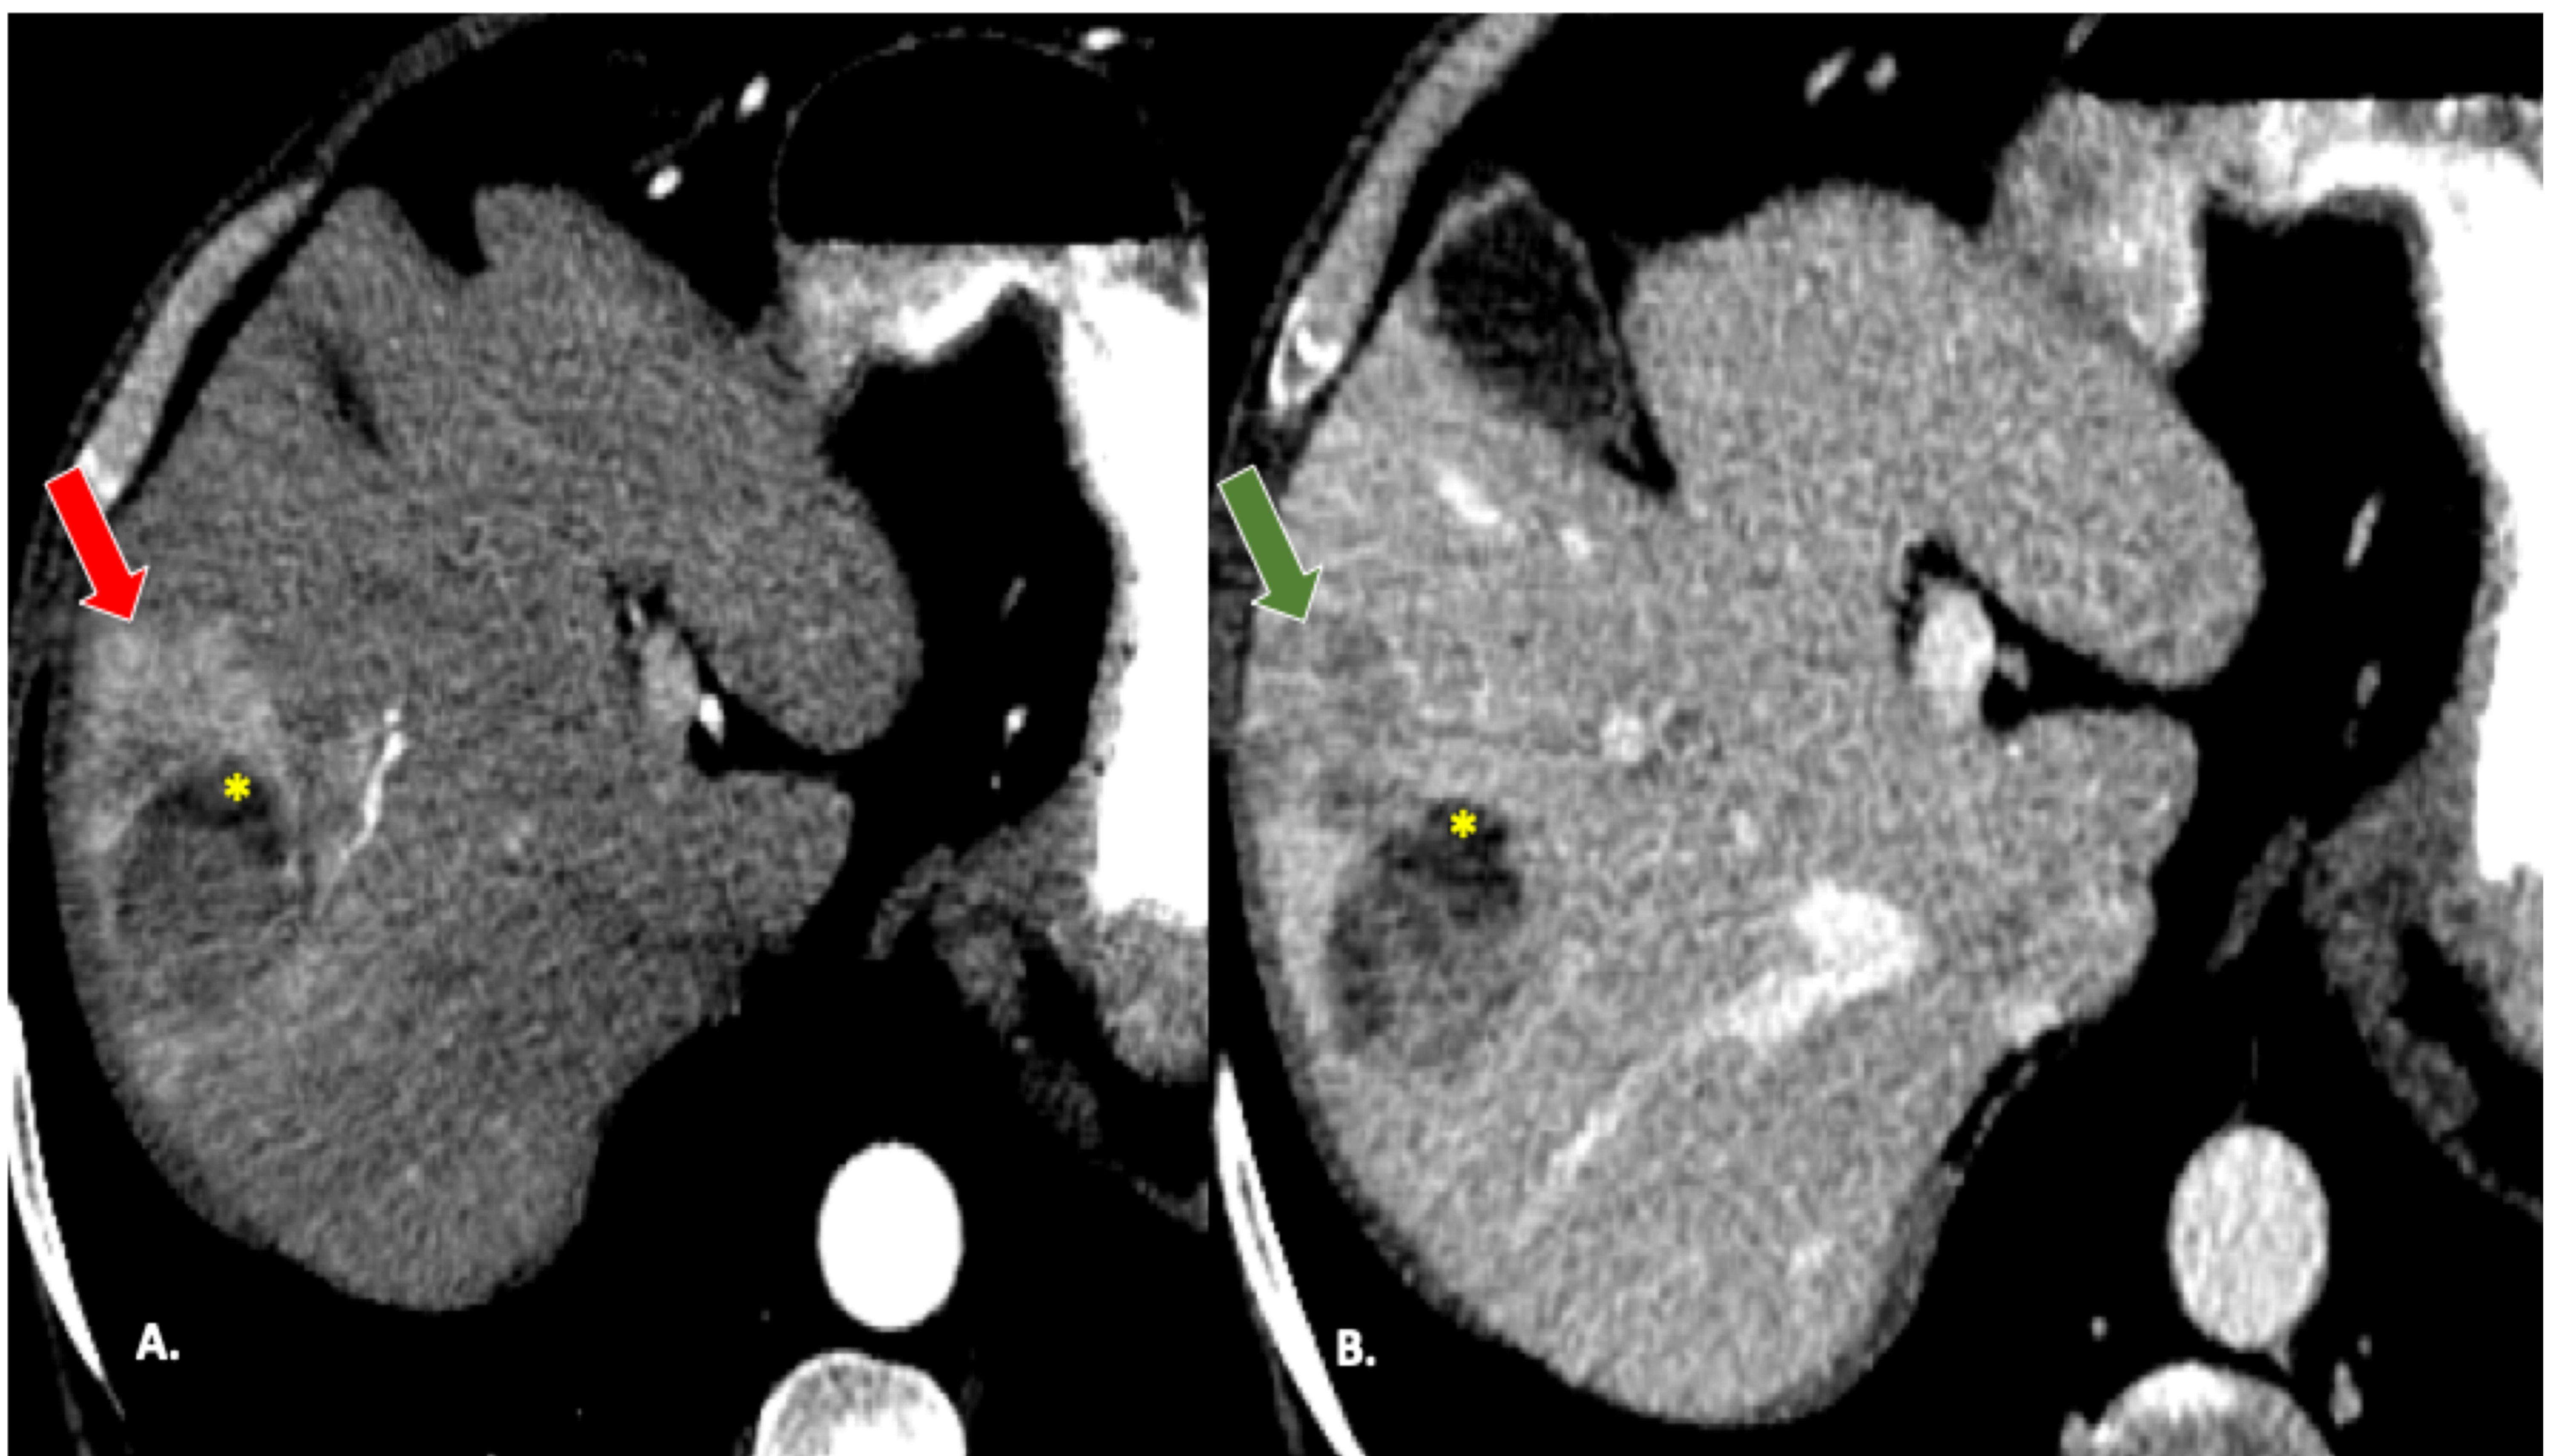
Carcinoma hepatocelular quístico en varón de 72 años. (A,B) TC con contraste que muestra una lesión quística heterogénea en el segmento V con un componente hipervascular periférico sólido en fase arterial (flecha roja) y lavado precoz en fase portal (flecha verde). Obsérvese la zona hipodensa (asterisco) correspondiente a la porción quística.
